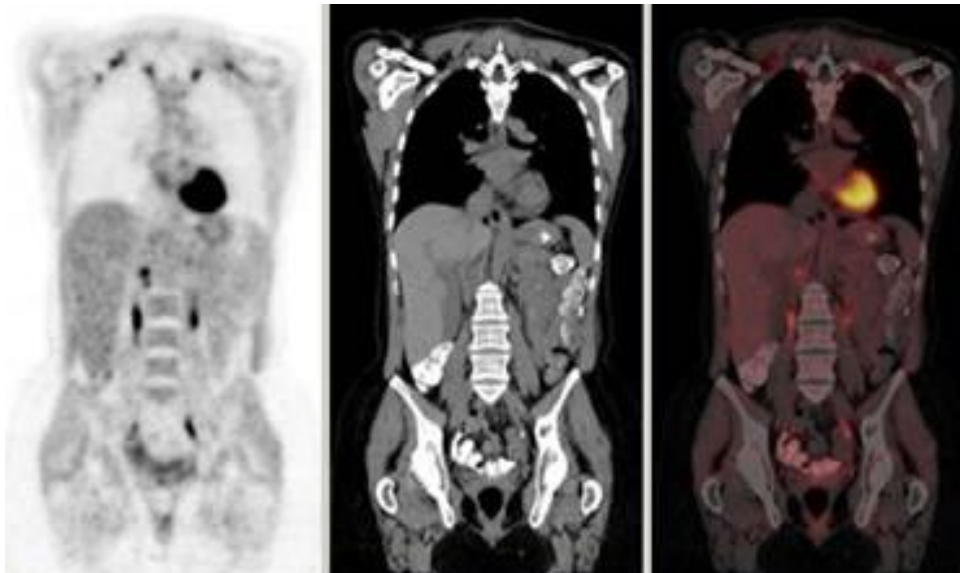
Imagem PET à esquerda, imagem TC ao centro e à direita uma imagem PET-CT com a fusão das duas modalidades.
